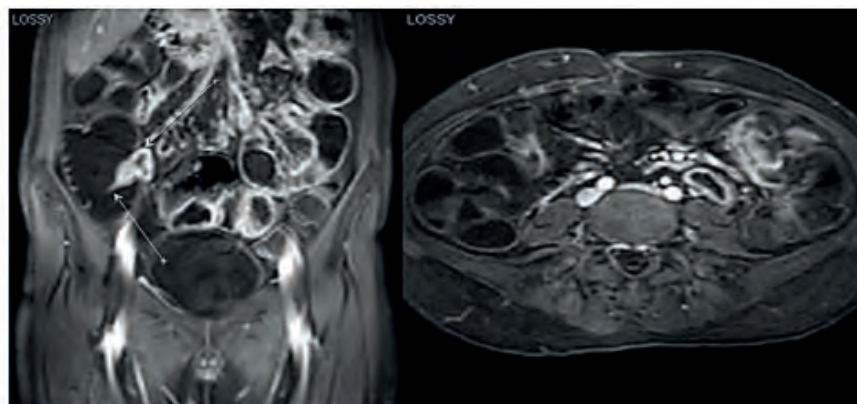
The defeat of the jejunum, terminal ileum, Bauhinov valve, with signs of active pathological contrast enhancement of the walls. MRI images in coronary and axial projections (T1 and T1 FatSat mode)
